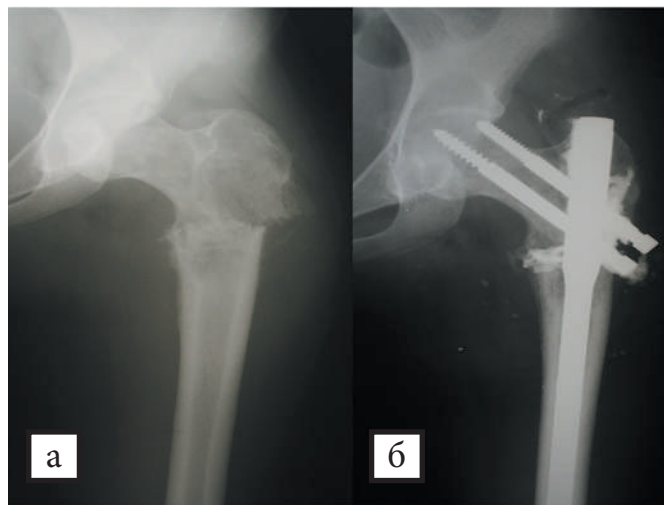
а — рентгенограмма патологического перелома проксимального отдела бедренной кости на фоне метастатического поражения; б — рентгенограмма после интрамедуллярного остеосинтеза
